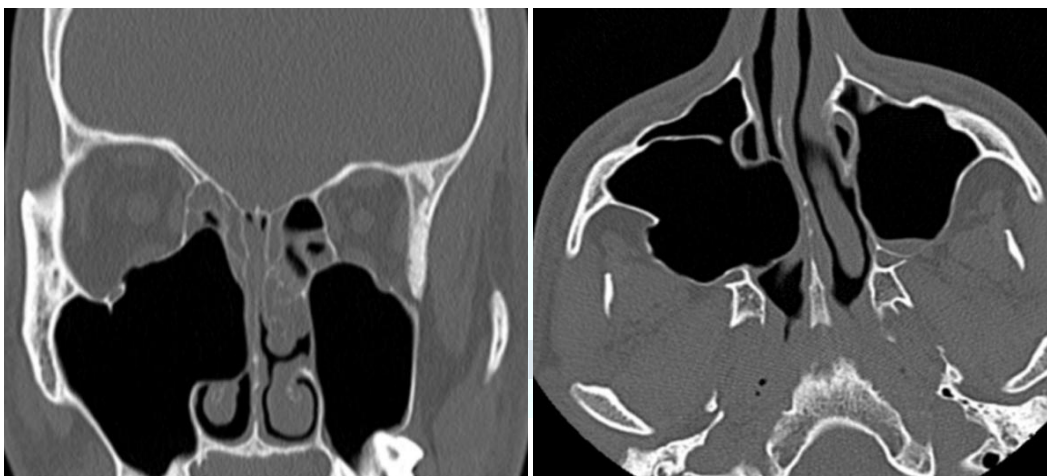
TC, corte coronal y axial.
